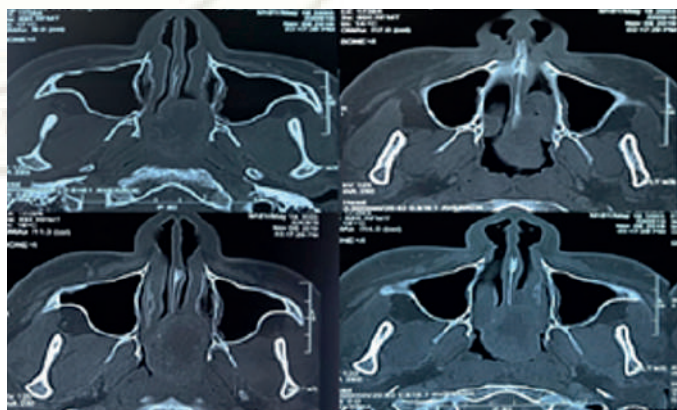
Tomografía de nariz y senos paranasales contrastada: Masa con reforzamiento en fosa pterigopalatina, seno etmoidal, septum y cornetes izquierdos de 6.3 x 3.5 centímetros, destrucción ósea en celdillas mastoideas y septum nasal.
